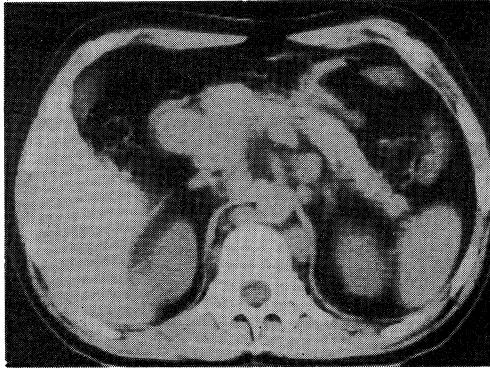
A CT scan after MOPP and radiation treatment revealed decrease of swelling.
